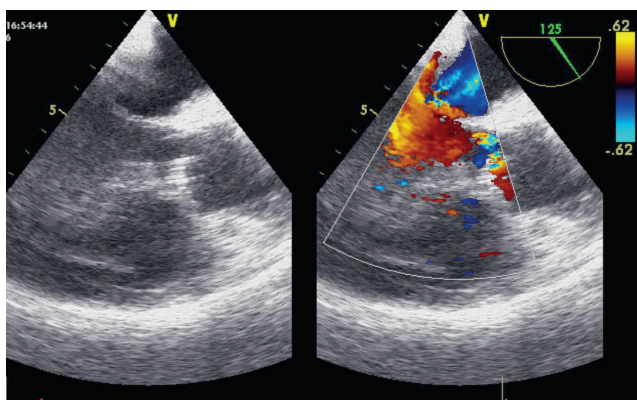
Дооперационная эхокардиография – регургитация на аортальном клапане
